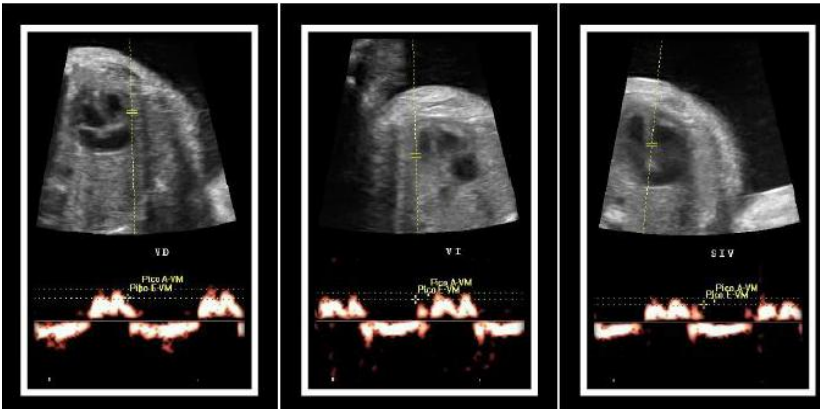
Doppler Tisular Espectral comparativo de la onda E' y A' en Ventrículo derecho (VD), Ventrículo izquierdo (VI) y Tabique Interventricular (TIV)
